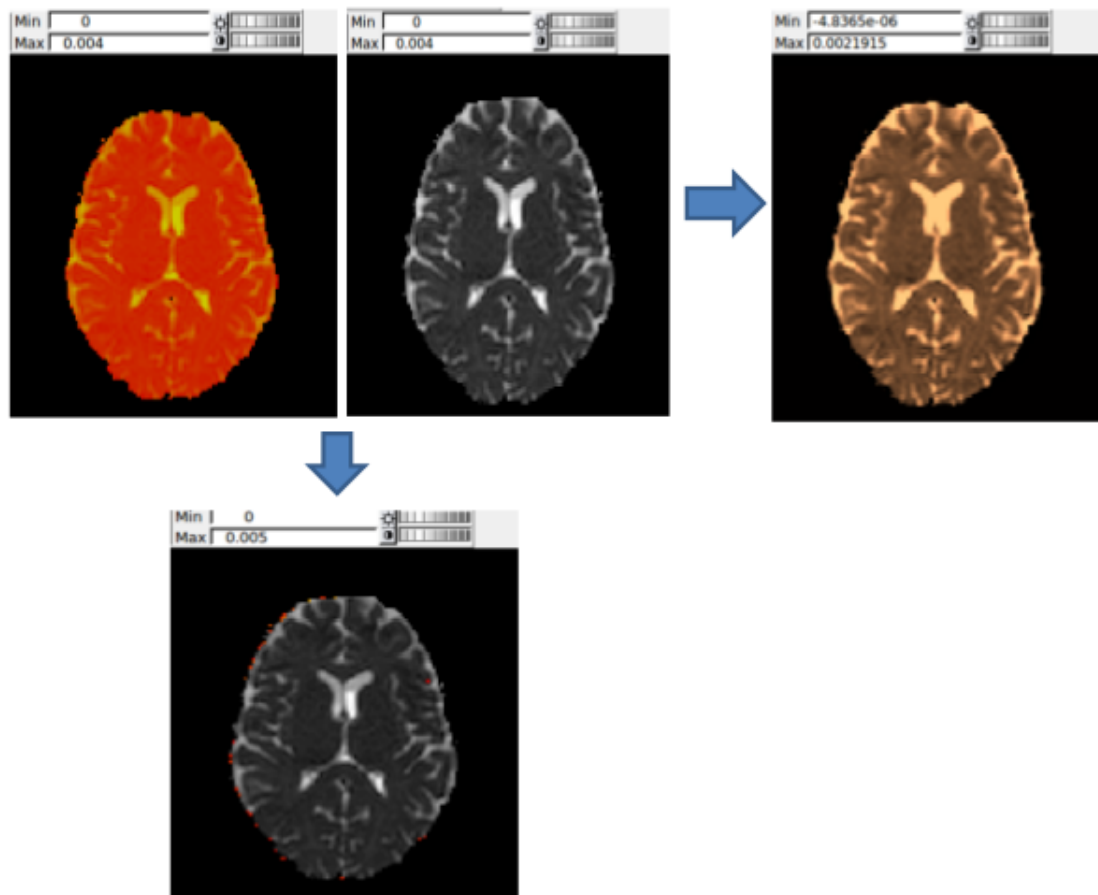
La imagen superior izquierda corresponde a la difusividad media del sujeto 1 en su primera resonancia magnética, la segunda imagen de izquierda a derecha es de la difusividad media del sujeto 1 en su segunda resonancia magnética. Para poder analizar el cambio en la difusividad entre la primera y segunda imagen, ambas se tienen que registrar con la herramienta flirt para que se encuentren en el mismo espacio coordinado antes de comparar las imágenes. La tercera imagen de izquierda a derecha corresponde a la imagen MD del sujeto al aplicar la herramienta flirt. Si no se aplicara esta herramienta, las imágenes no estarían en la misma posición para poder ser comparadas y se mostraría una imagen como la inferior, en donde se observa a una parte de la imagen inicial (roja) saliendo de la imagen final (gris).
